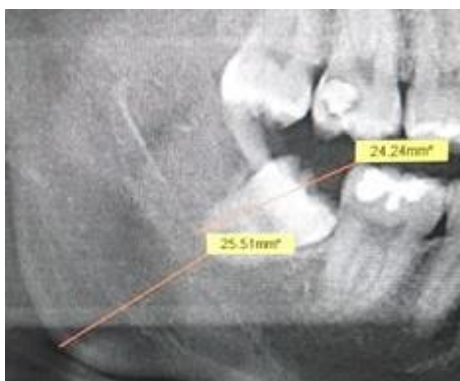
Ortopantomografía inicial en la que se observa el tercer molar previo a la cirugía con un acercamiento para observar las líneas de medición marcadas respecto a los puntos mencionados.
